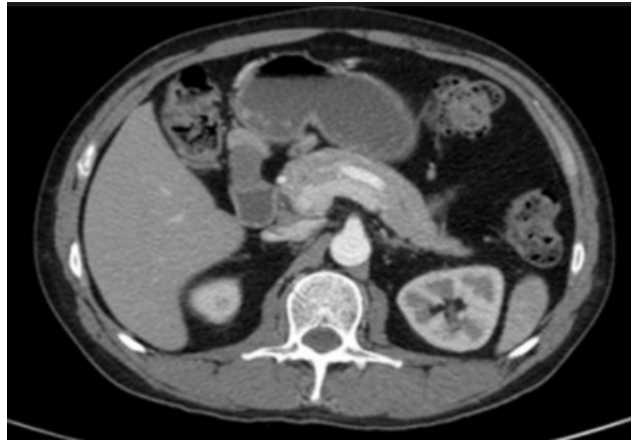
Páncreas Anular Visto por TAC
